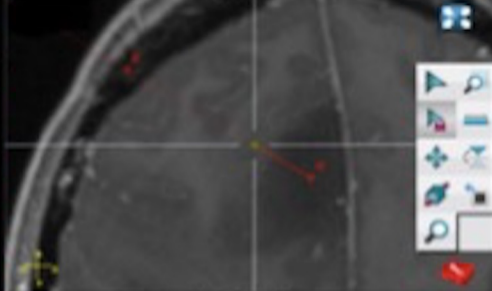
IRM cérébrales en séquence T1 avec injection de gadolinium en coupes axiales. a : visualisation d'une métastase unique frontale droite ; la chirurgie a été envisagée devant le caractère unique de la métastase et la présence de symptômes neurologiques ; b : visualisation d'une métastase cérébelleuse gauche, unique ; l'indication chirurgicale a été décidée devant la présence d'un syndrome cérébelleux, le caractère unique et la taille de la lésion.
